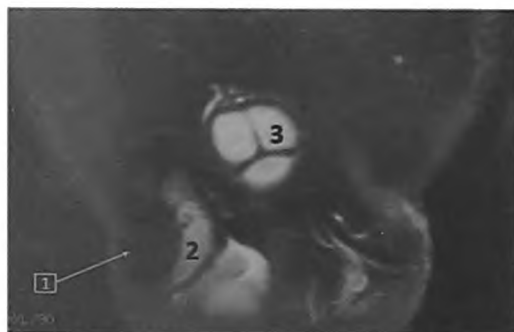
Тот же больной, что и на рис. 8. МРТ половых органов. T2-ВИ с подавлением сигнала от жира. Корональная проекция. 1- липома, 2 – семенной канатик, 3 - половой член
